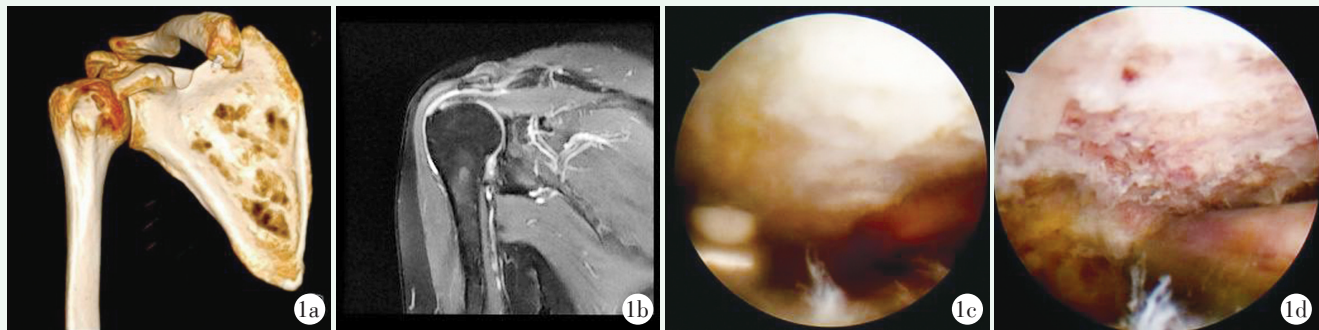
患者，女，65 岁，肩峰骨，行关节镜下肩峰成形术+肩峰骨断端切开清理植骨内固定术。1a: 三维 CT 示肩峰骨存在，肩关节退变；1b: MRI 示冈上肌腱损伤，肩峰骨赘增生；1c: 肩峰成形前；1d: 肩峰成形后。
